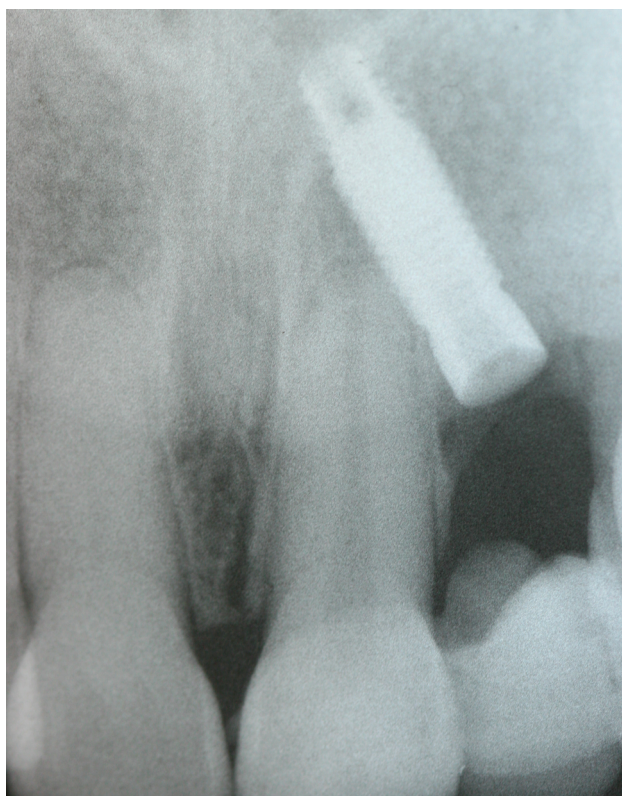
Клиническая фотография безнадежной ситуации с имплантатом на зубе 29, потери костной ткани вокруг имплантата зуба 30 и вовлеченный в процесс зуб 28 (а). Рентгенограмма того же имплантата (б)
